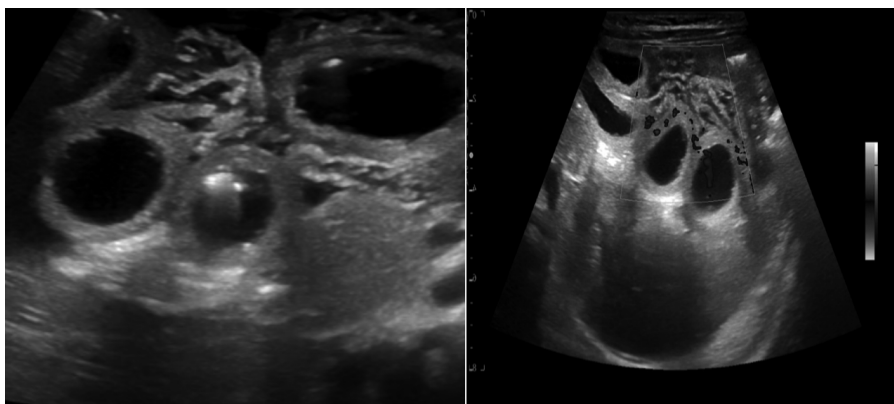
Ecografia dell'addome
